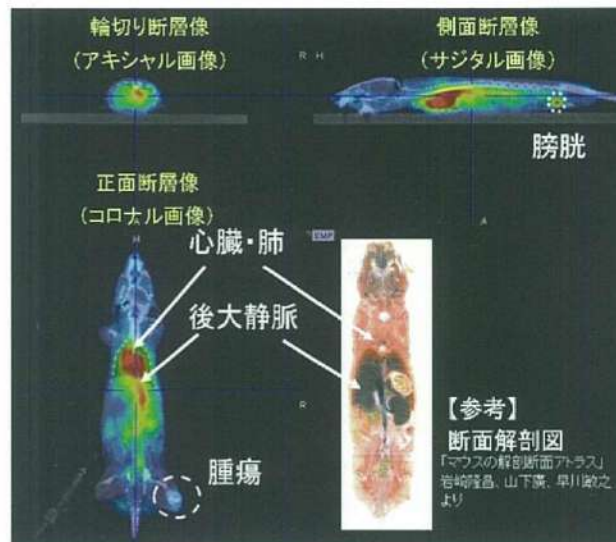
¹⁸F-標識化A₃B型ラクトソームを用いた担がんマウスのPET/CT イメージング
